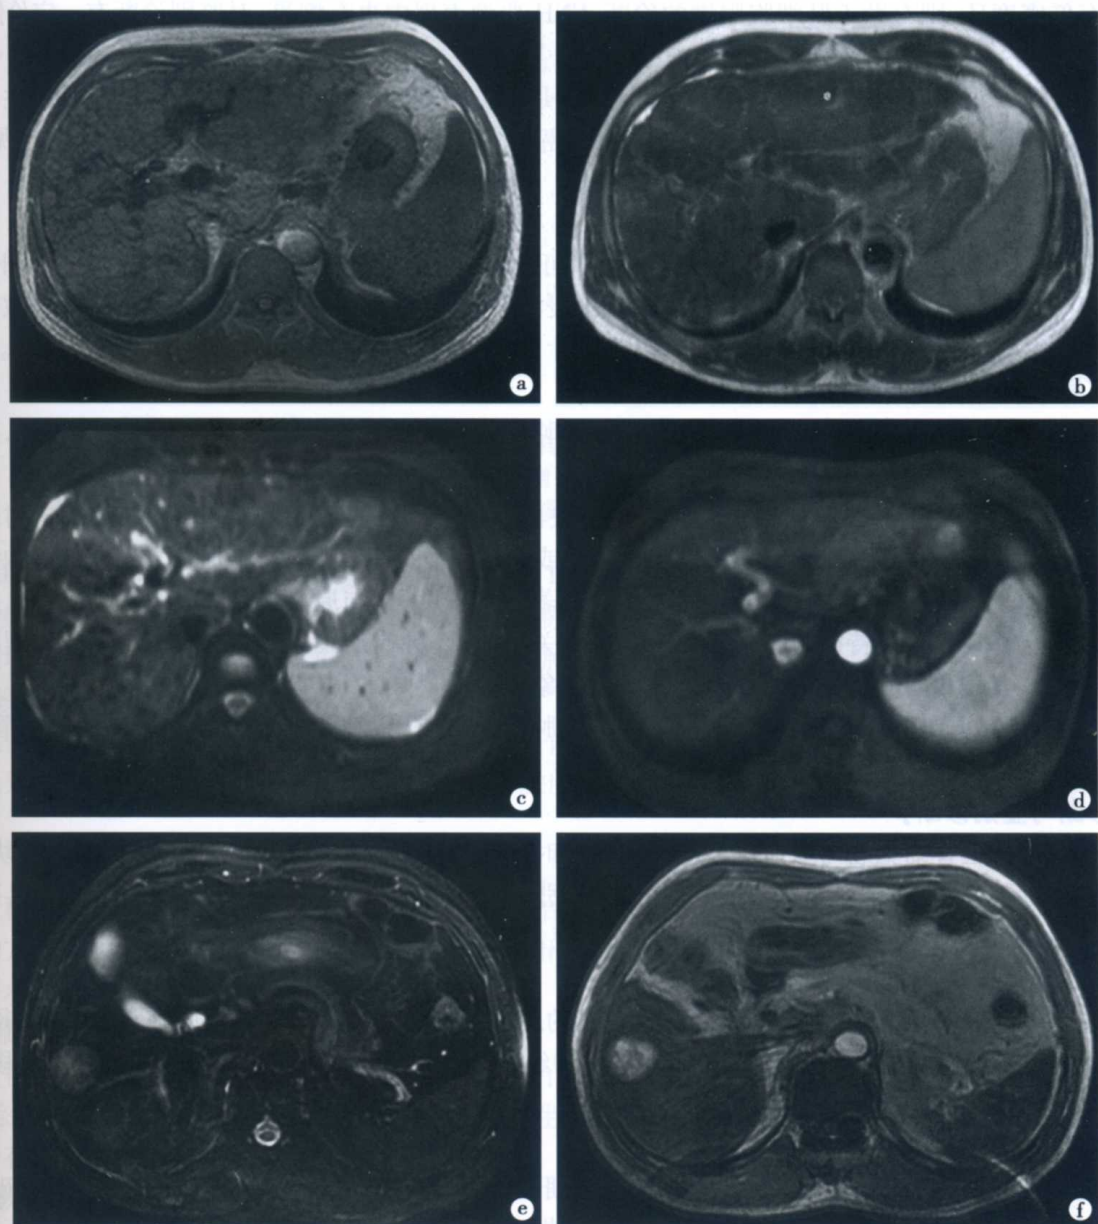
RN、DN 和小 HCC 的 MRI 表现
